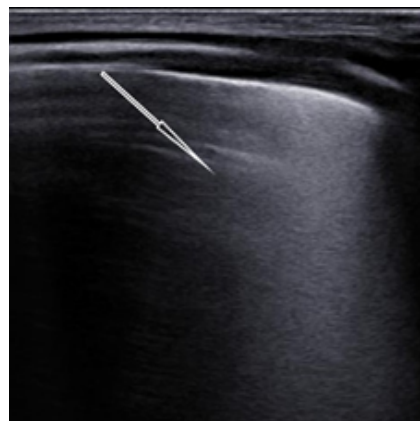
УЗИ легких. Двойная точка легкого (стрелка)
